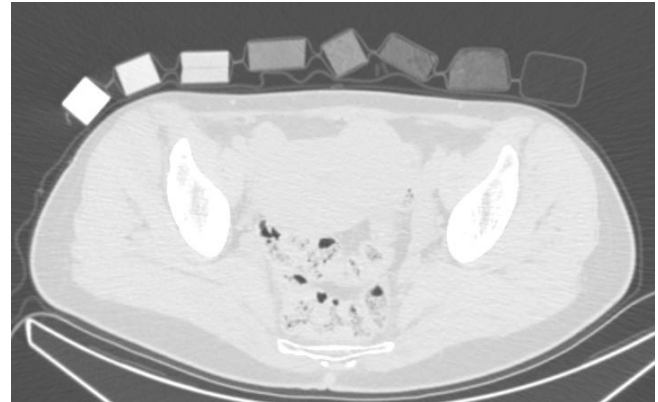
КТ-изображение рентгеновского фантома BrainLab на поверхности тела пациента
